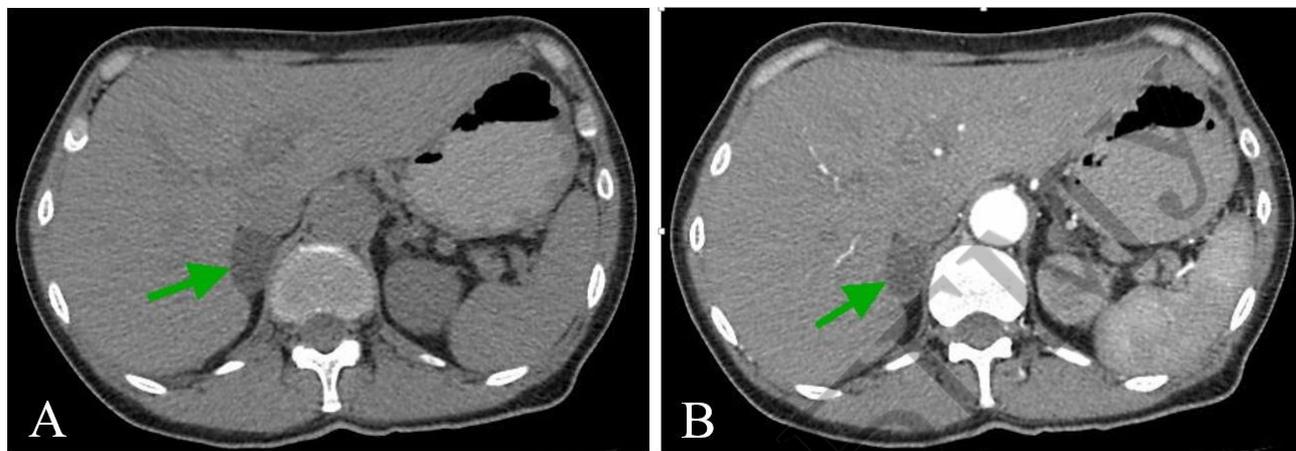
Альдостерома (отмечена стрелкой) во время нативной (А) и в артериальную фазу (В) контрастно-усиленной КТ
